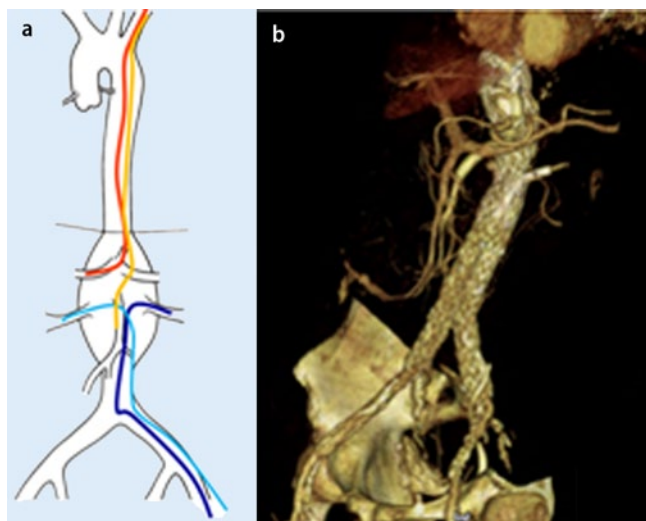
▲ Crawford-IV-AAA, mit 4 parallelen Prothesen in Sandwich-Technik behandelt. a Typischer entfernt liegender Zugang für die multiple parallele Prothesentechnik. Zugang zu den Nierenarterien transfemorale und zu den Viszeralarterien transaxillär. b Postoperative Angio-CT nach EVAR mit 4 parallelen Prothesen (zwei viszerale Kamin- und zwei renale Periskopprothesen) in Sandwich-Technik
